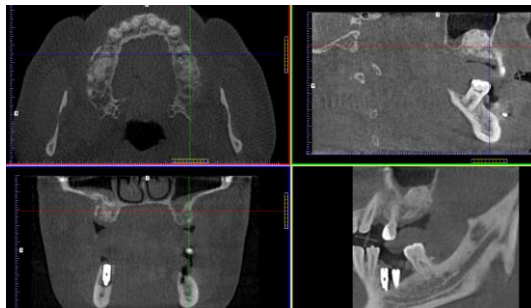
3D реконструкція томографічних зображень
